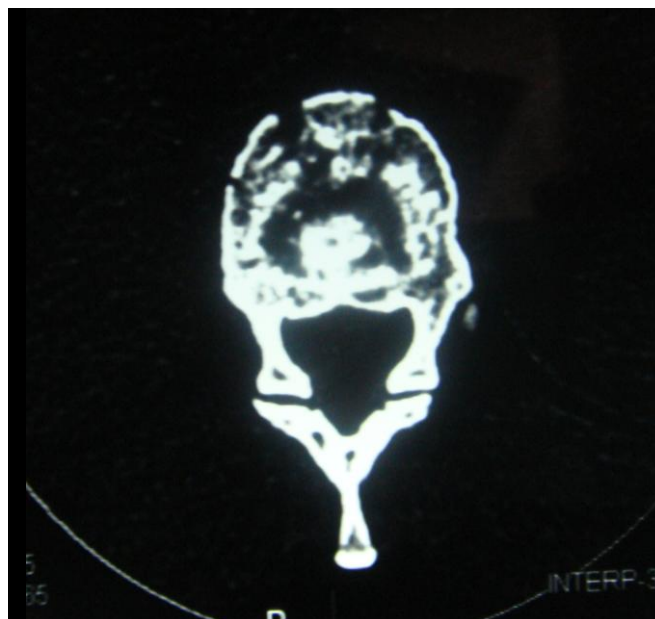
Больная Б., 44 лет, история болезни № 79472 фотоотпечатки спиральной компьютерной томографии груднопоясничного отдела позвоночника: компрессионно-оскольчатый переломоподвывих Th11 позвонка.
